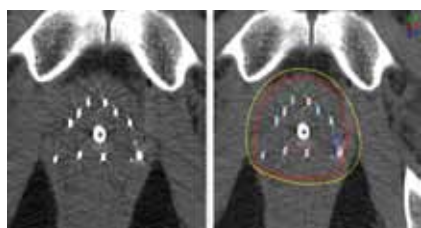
Контроль положения зерен с помощью КТ и постоперационная дозиметрия
